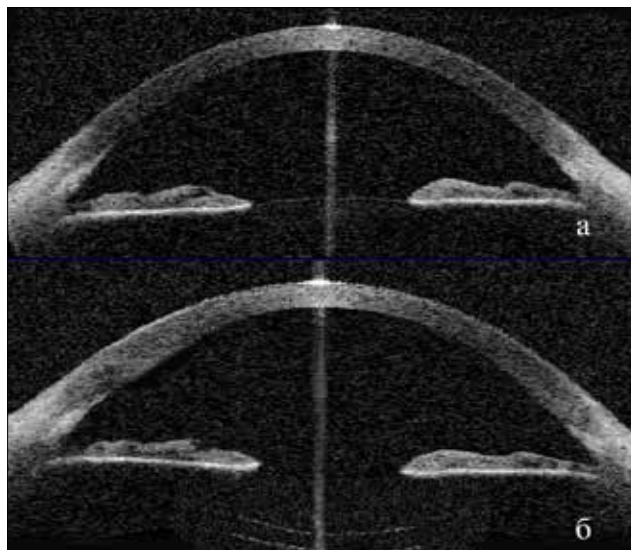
Томограммы переднего отрезка глаза пациентки Д. с миопией высокой степени: а) глаз до операции; б) тот же глаз после рефракционной замены хрусталика
